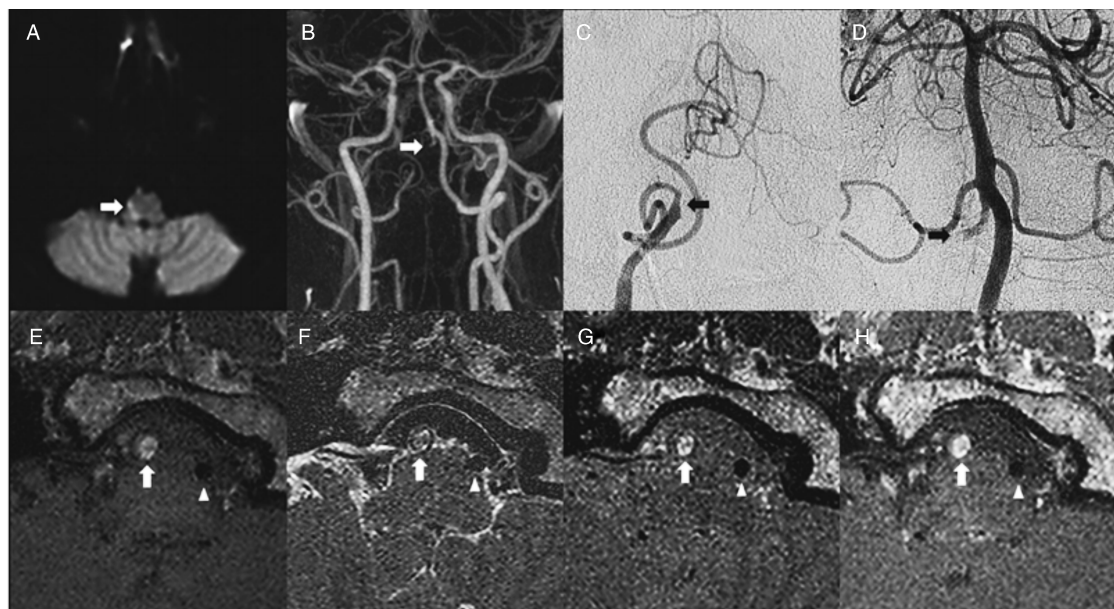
4 号患者的影像特征 A 为 DWI 显示高信号强度的右侧髓质损伤;B 为 MRA 显示右椎动脉 V4 段闭塞;C 为 DSA 显示右椎动脉 V4 段逐渐闭塞;D 为 DSA 显示右椎动脉逆向充盈;E 为 T1 HR-MRI 显示高信号强度损伤,表明血管因管壁血肿而堵塞,右下壁增厚表明假腔虚缩;F 为 T2 HR-MRI 显示异质性等信号病变;G 为涡旋自旋回波质子密度加权成像显示异质性高信号病变;H 为 T1 动态对比增强 HR-MRI 显示增强性病变,表明管壁存在较大血肿。E-H 中的箭头显示左椎动脉正常。
